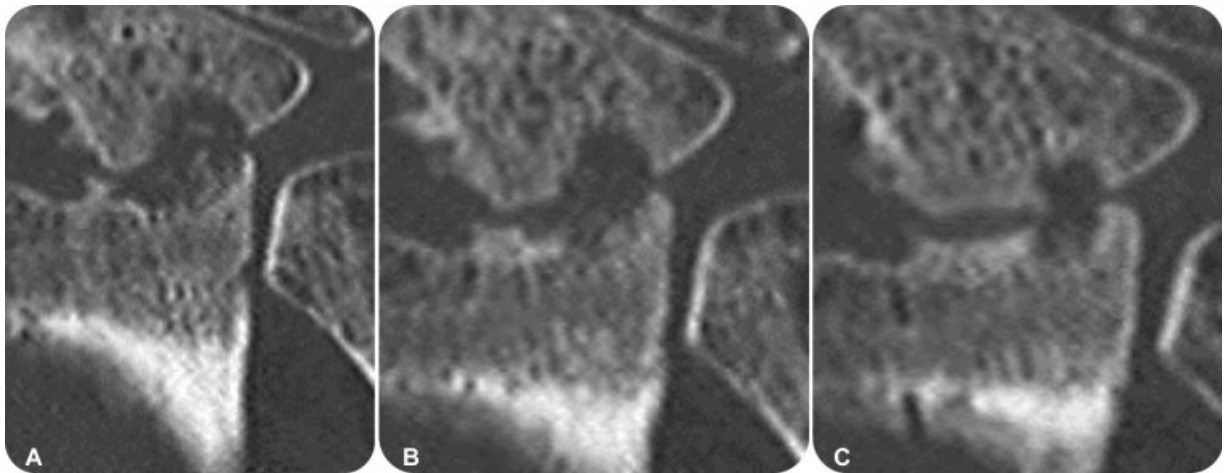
Tomografía axial computarizada (A) a los dos meses; (B) a los cuatro meses; (C) a los 6 meses.
